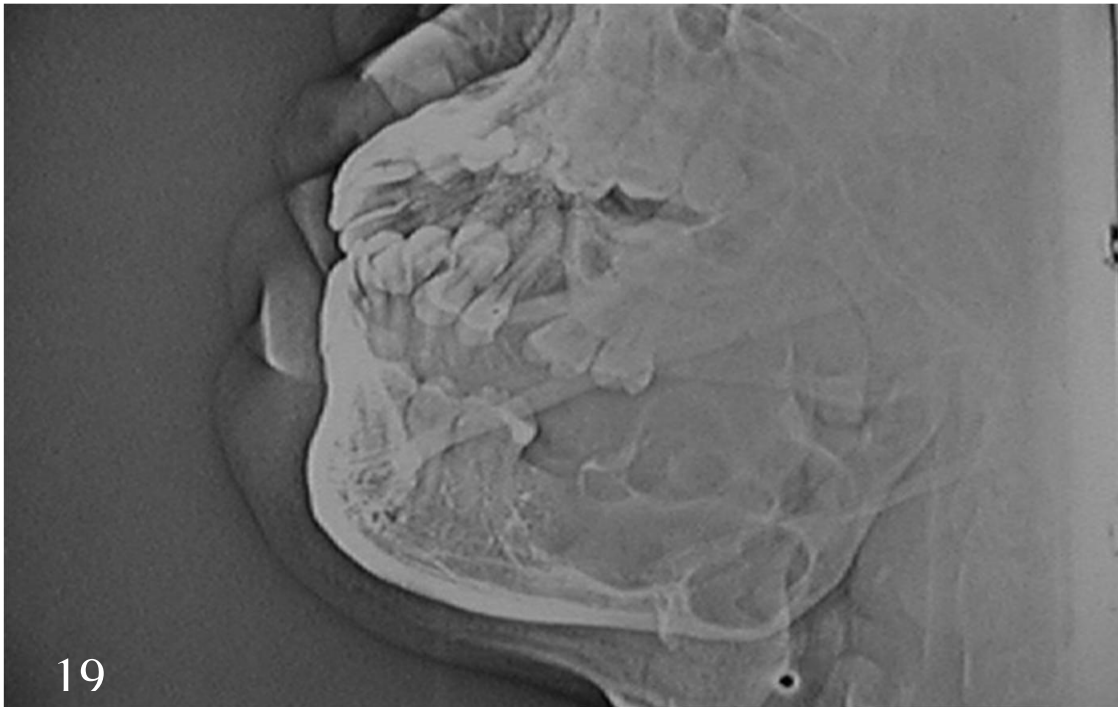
Radiografia lateral mostrando imagem multilocular extensa da lesão, presente em corpo e ramo de mandíbula do lado esquerdo.
